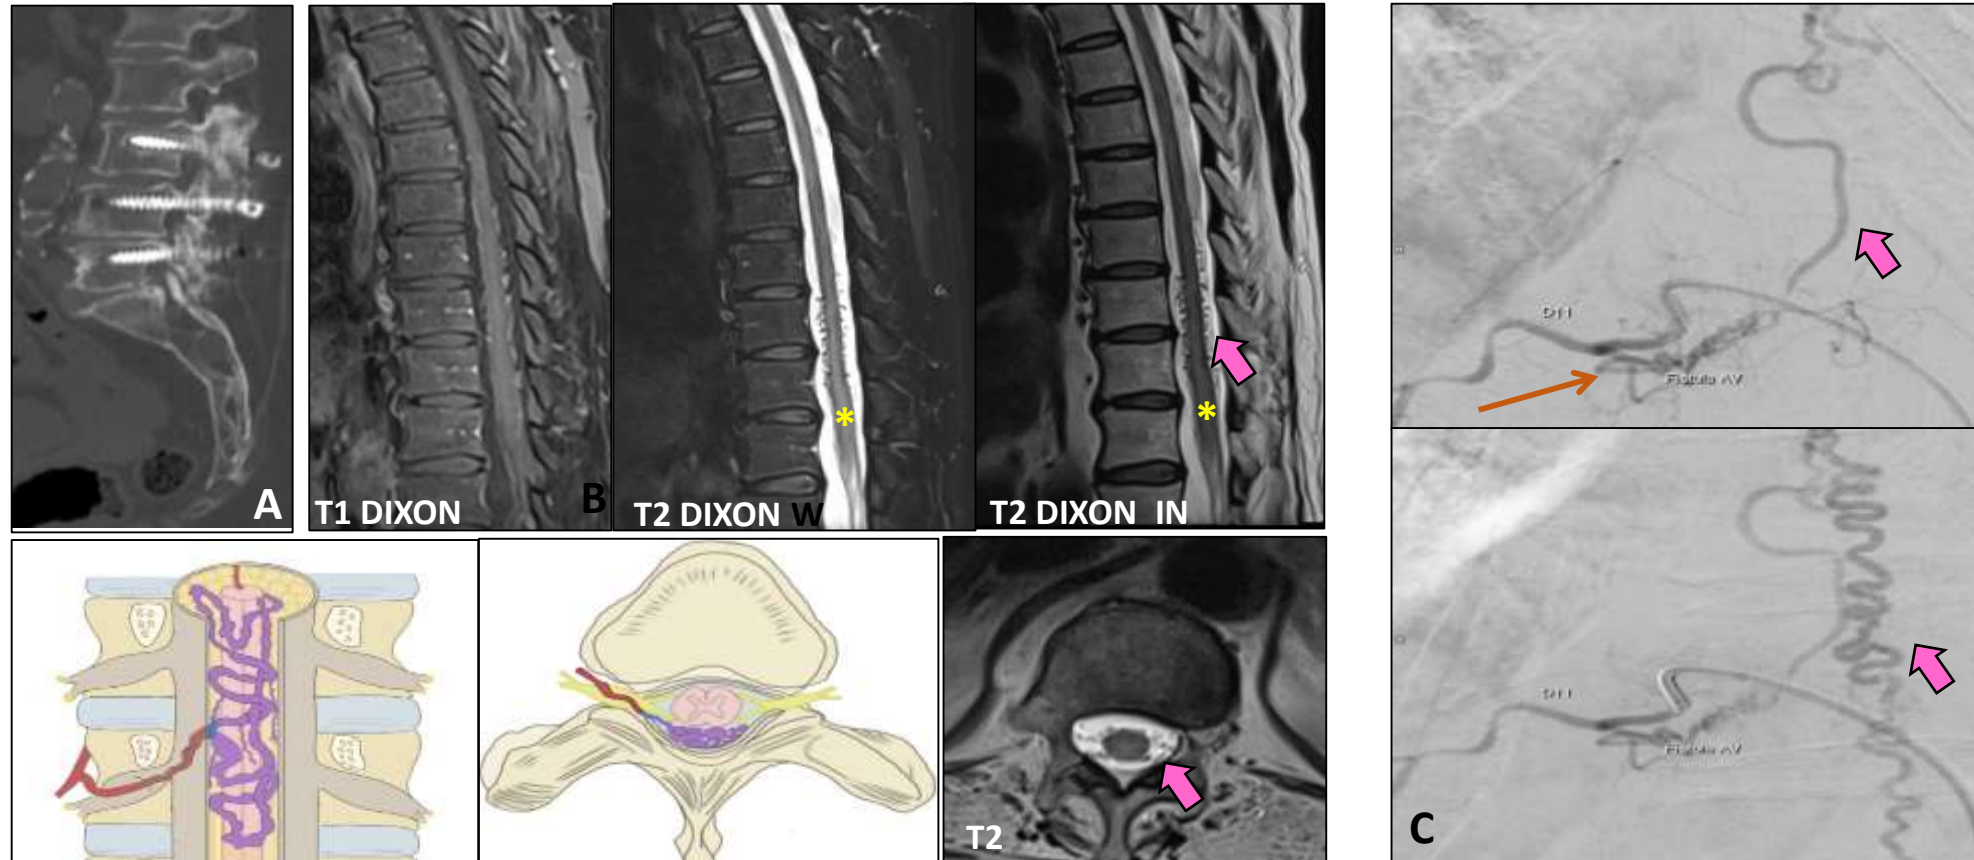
Paciente con síntomas clínicos persistentes de dolor. A) TC lumbar: Cambios postquirúrgicos secundarios a laminectomía y artrodesis L3-S1, con lisis perirradicular a nivel del tornillo. B) RM dorsal, cortes sagitales, coroneles y axiales: Engrosamiento de la médula espinal distal, ligeramente hiperintenso en secuencias TR largas (*), con congestión vascular (flecha gruesa) de D9 a D12 sugestiva de una fistula arteriovenosa dural espinal. C) Arteriografía: FAVD (flecha delgada) originada en la rama radicular derecha D11 y que drena en venas perimedulares congestionadas.
